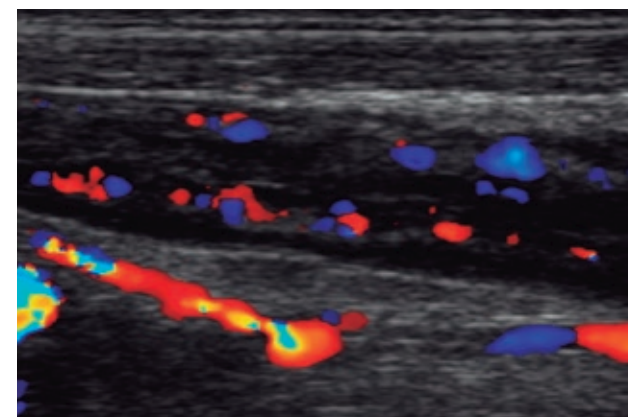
USG com Doppler colorido mostra aumento da vascularização nos tecidos, tanto na parede do intestino como no mesentério.
